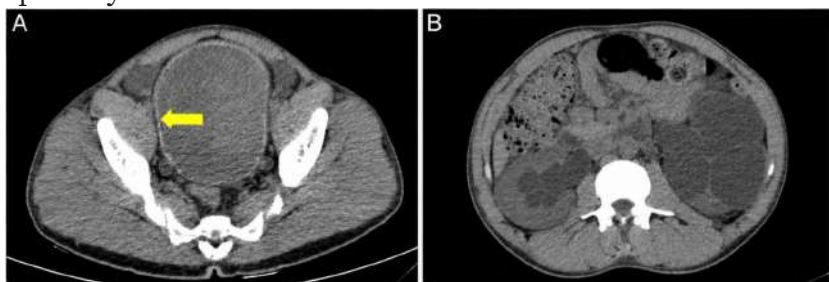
КТ-картина шистосомоза мочевыводящих путей
